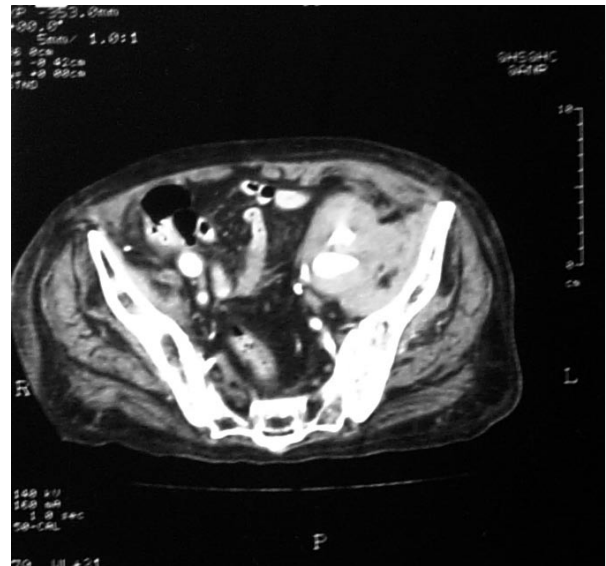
TAC con contraste: Hematoma provocado por rotura de aneurisma de la artéria ilíaca interna.
